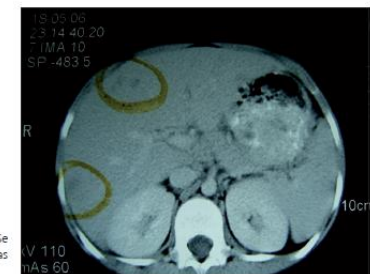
TAC abdominal. Se observan imágenes hipodensas en el hígado.
